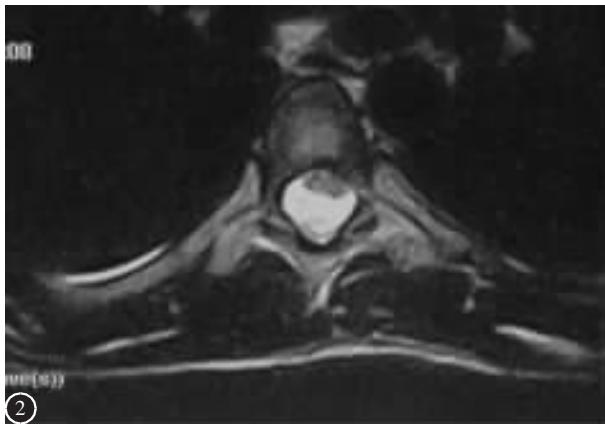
术前MRI T2WI像示T6水平脊髓受压前移
